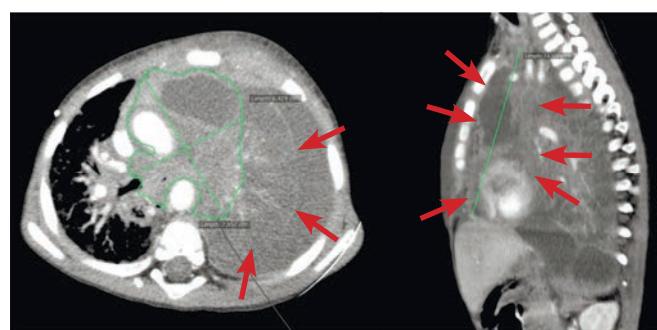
МСКТ ОГК. Аксиальная и сагиттальная проекции, венозная фаза сканирования. Состояние после 2 курсов ПХТ 3-й линии терапии. Объемное образование переднего средостения с вовлечением левых отделов сердца (указано стрелками). Коллабированное легкое
